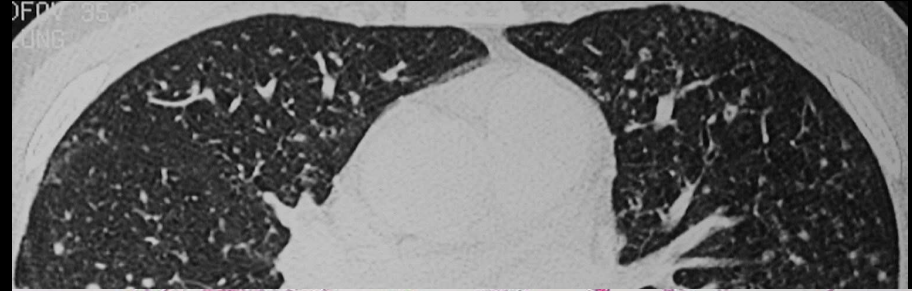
Abbot Radiographics 2004
